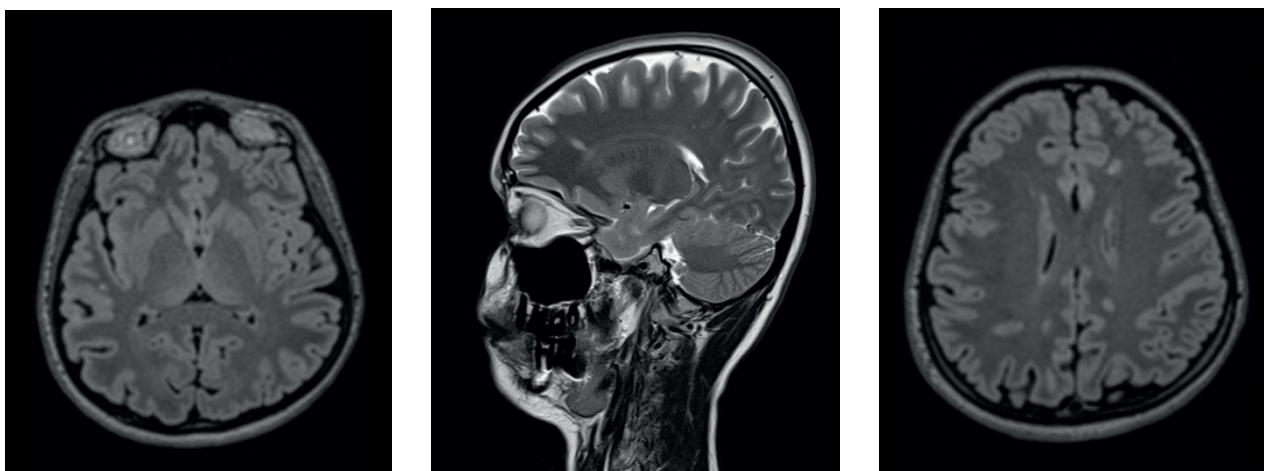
MRI of the brain of Patient P. dated October 28, 2020 (areas of hyperintensity are marked by red arrows)
